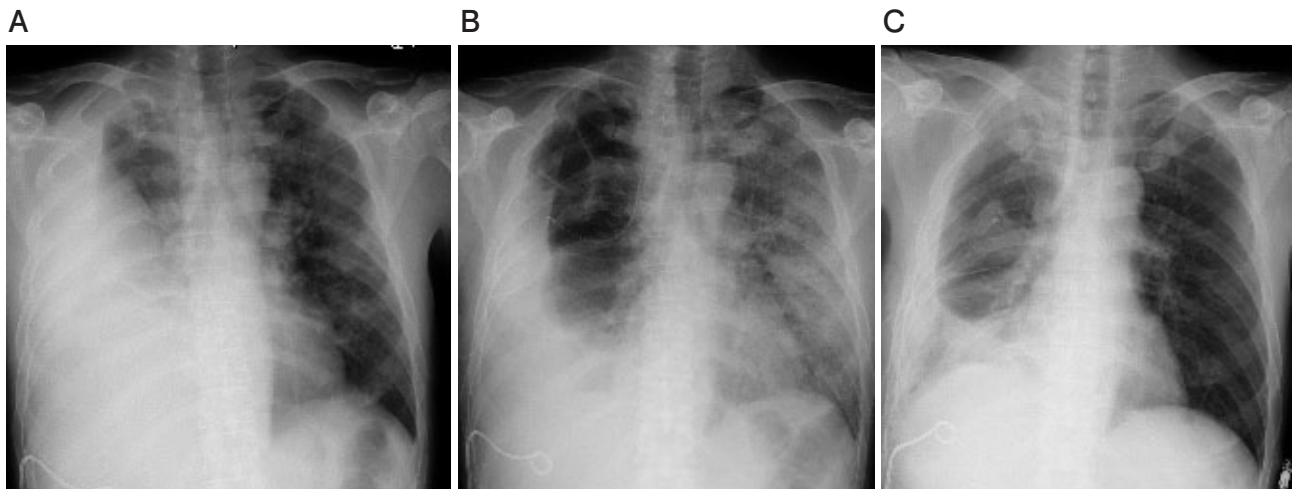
Chronological changes on chest X-ray films. Massive pleural effusion appeared in the right thorax on day 4 (A), and diffuse ground-glass opacities in bilateral lung fields on day 6 (B). After treatments, both improved on day 9 (C).
